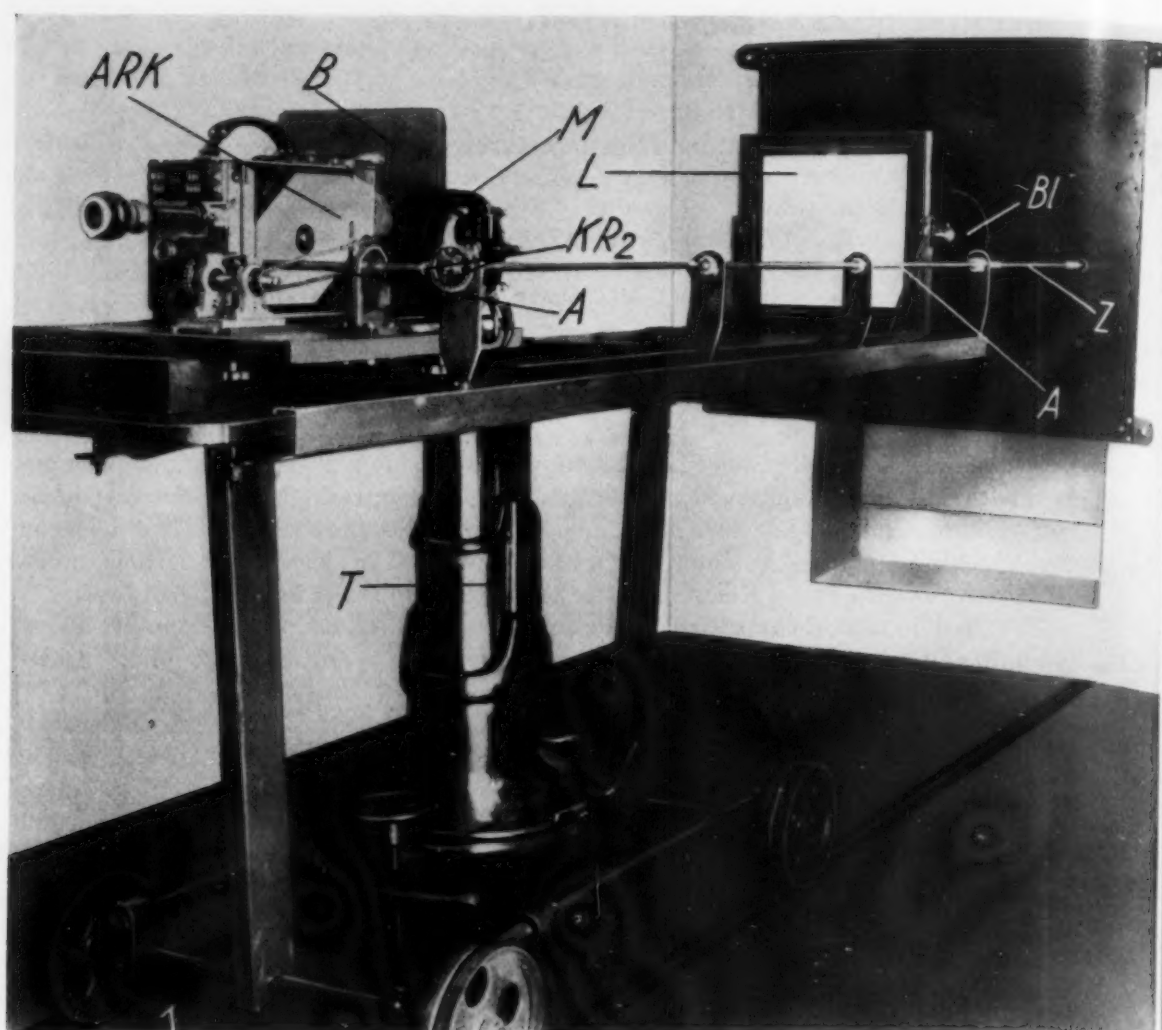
Gesamtansicht der Apparatur für stereoskopische Röntgenkinaufnahmen aus dem Jahre 1943 (Abbildungen der Apparatur aus dem Jahre 1936 s. Heft 15 der Schriftenreihe der Reichsanstalt für Film und Bild). Auf dem Leuchtschirm L entstehen in rascher Folge von den hinter der Pertinaxplatte (siehe P Abb. 3 und 5) angebrachten zwei Röntgenröhren — s. auch Abb. 4 — abwechselnd die für den Stereoeindruck notwendigen Bilder für das rechte und linke Auge. Diese werden von der Askania-Röntgen-Kamera (ARK) aufgenommen. (Eine Schutzplatte vor der Bleibblende (BI), durch die eine Berührung der Achse der Bleibblende durch den Patienten verhindert wird, ist der besseren Übersicht wegen entfernt.)
